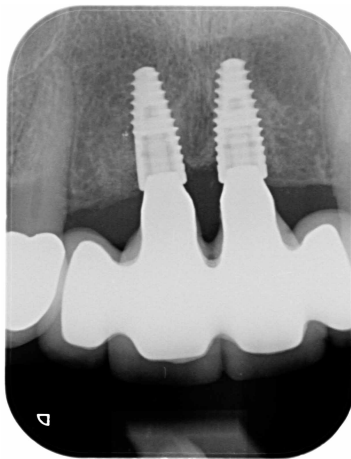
Radiografía 3 años post operatoria
